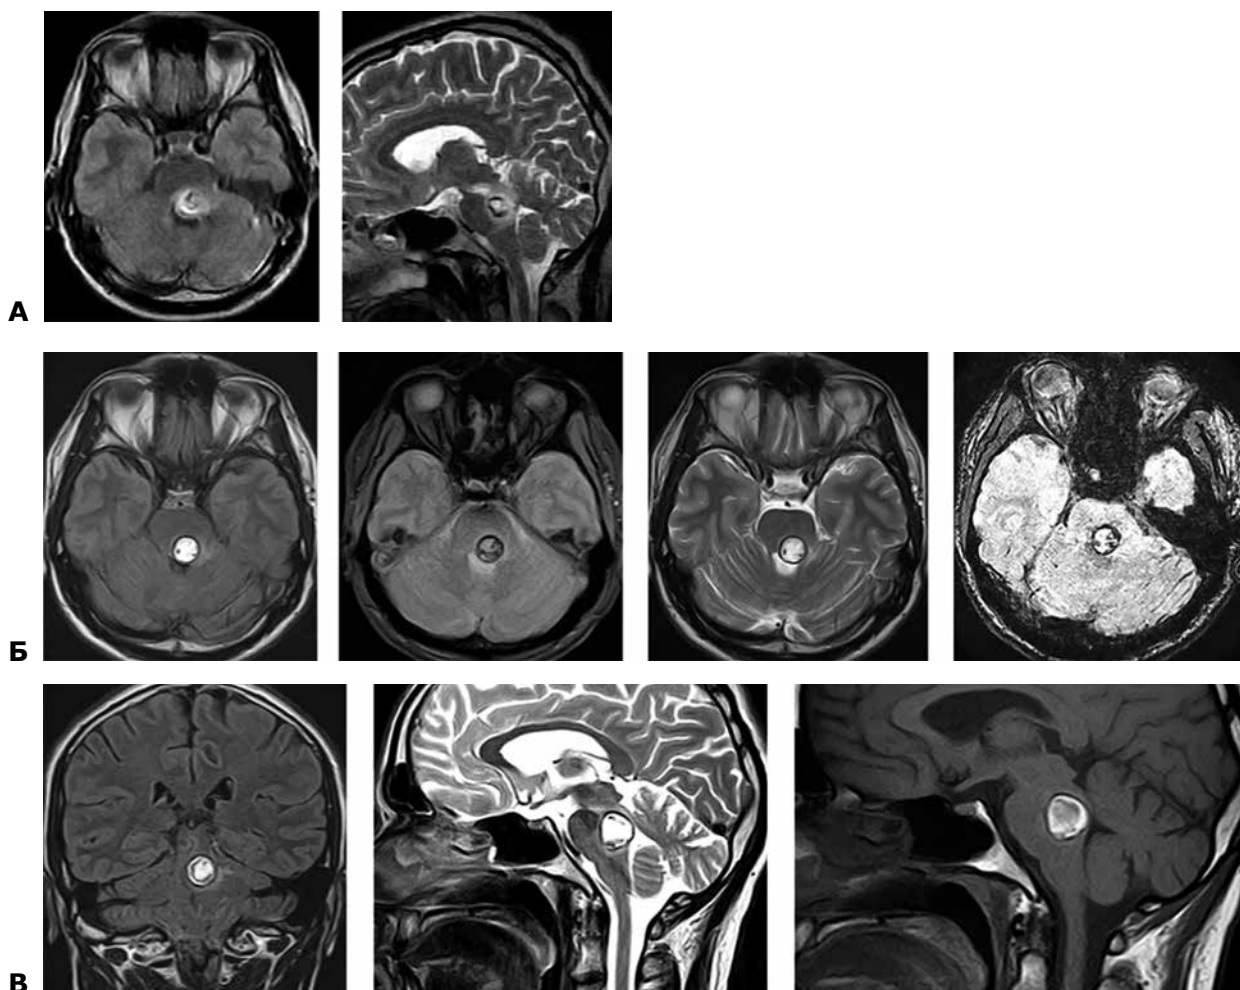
МРТ головного мозку пацієнта Г.: А – Т1 (аксіальні зрізи) і Т2 (сагітальні зрізи); Б – Т1, FLAIR, Т2, режим дифузії; В – Т1, Т2, FLAIR. Візуалізується гіперінтенсивна гетерогенна структура на рівні стовбура головного мозку з гіперінтенсивним сигналом у режимі дифузії
